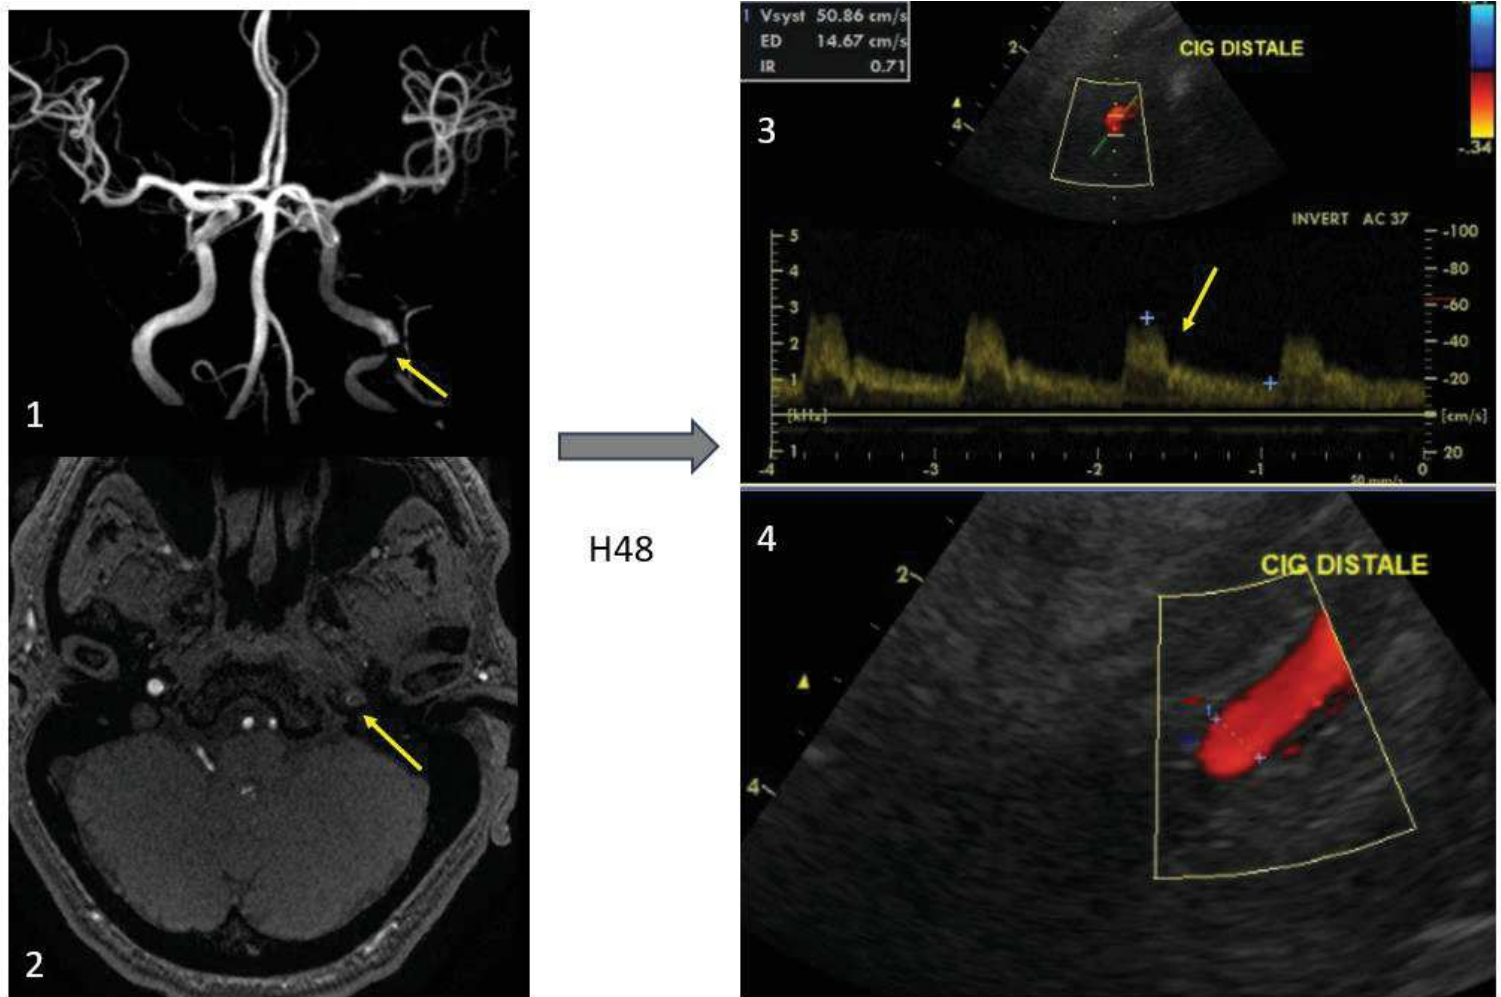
ARM TOF reconstruite (1) et native (2) avec défaut dans l'ACI G, en lien avec une sténose effilée; à 48H, normalisation des vitesses (3) de l'ACI G à l'ETSA avec doppler et reperméabilisation de la CIG (4)
